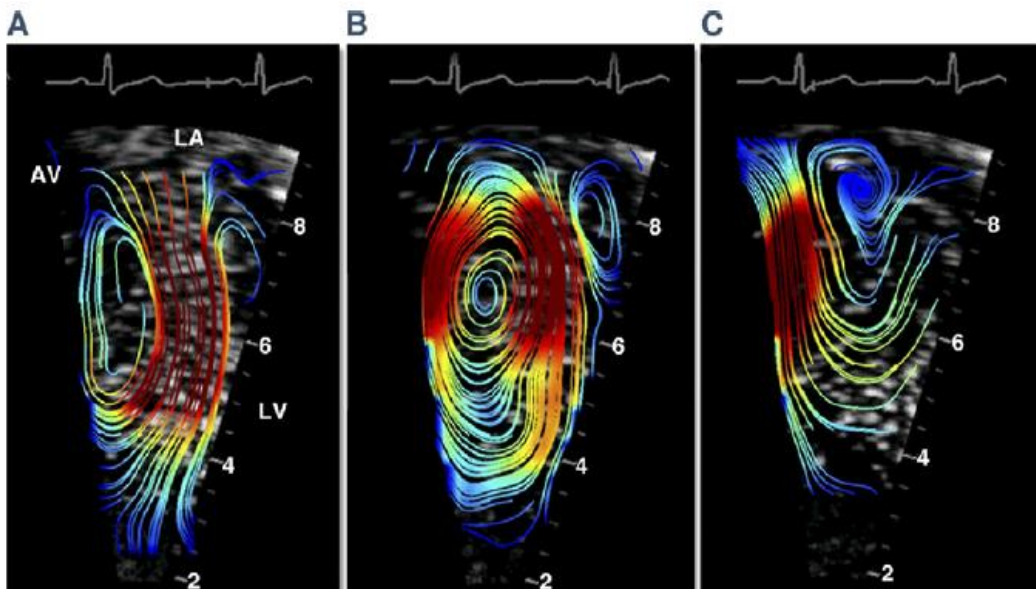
Velocimetría de partículas mediante ecocardiografía con contraste en el ventrículo izquierdo de un corazón normal, durante las fases de llenado precoz (A), llenado tardío (B) y eyección (C). Las líneas de corrientes están codificadas por colores según su energía cinética.¹⁶⁵
